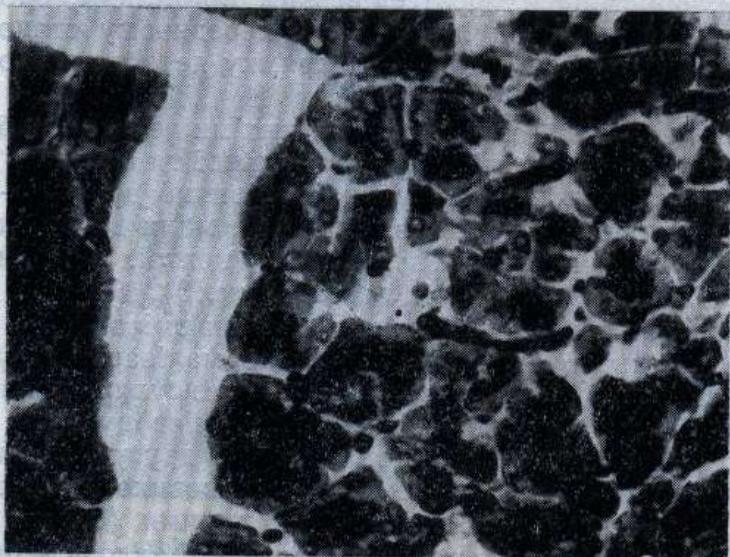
Острівцевий апарат підшлункової залози щура через 30 діб після опромінення рентгенівським промінням в дозі 500 р. Збільшення 420. Мікрофото.
